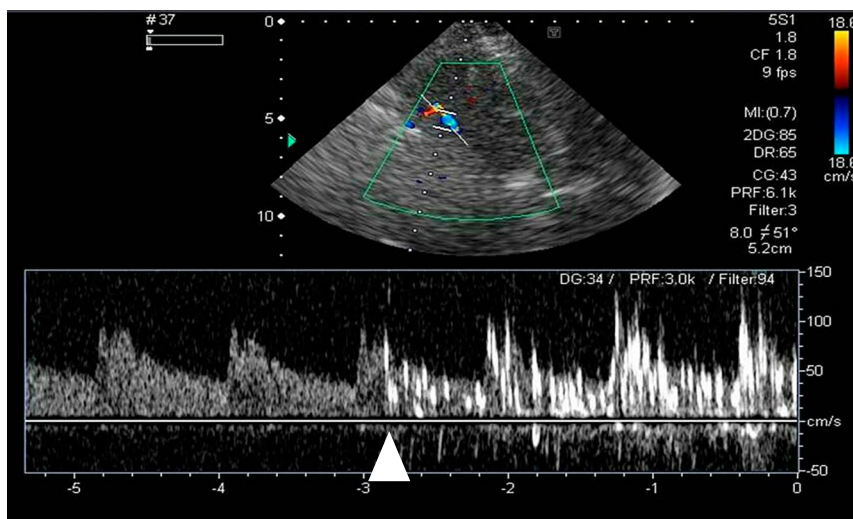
Agitated saline injection and transcranial doppler (TCD) monitoring without the Valsalva maneuver. Monitoring the left middle cerebral artery (MCA) by TCD, ten milliliters of agitated saline was injected into right brachial vein. Microembolic signals (MES) appeared in the left MCA (arrowhead) without the Valsalva maneuver, soon after injection of agitated saline. A right-to-left shunt was suggested.
